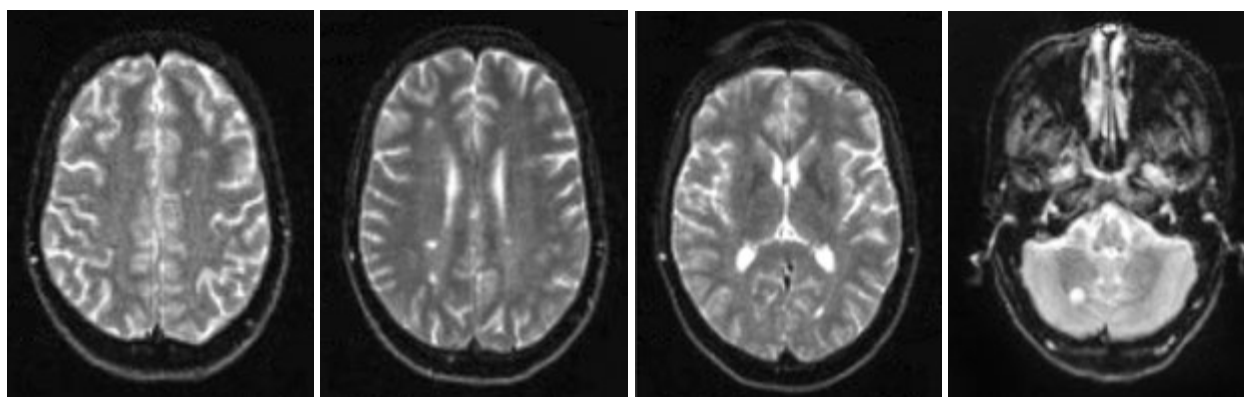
МРТ головного мозку пацієнтки П. Множинні супратенторіальні та інфратенторіальні вогнища ураження білої речовини головного мозку
